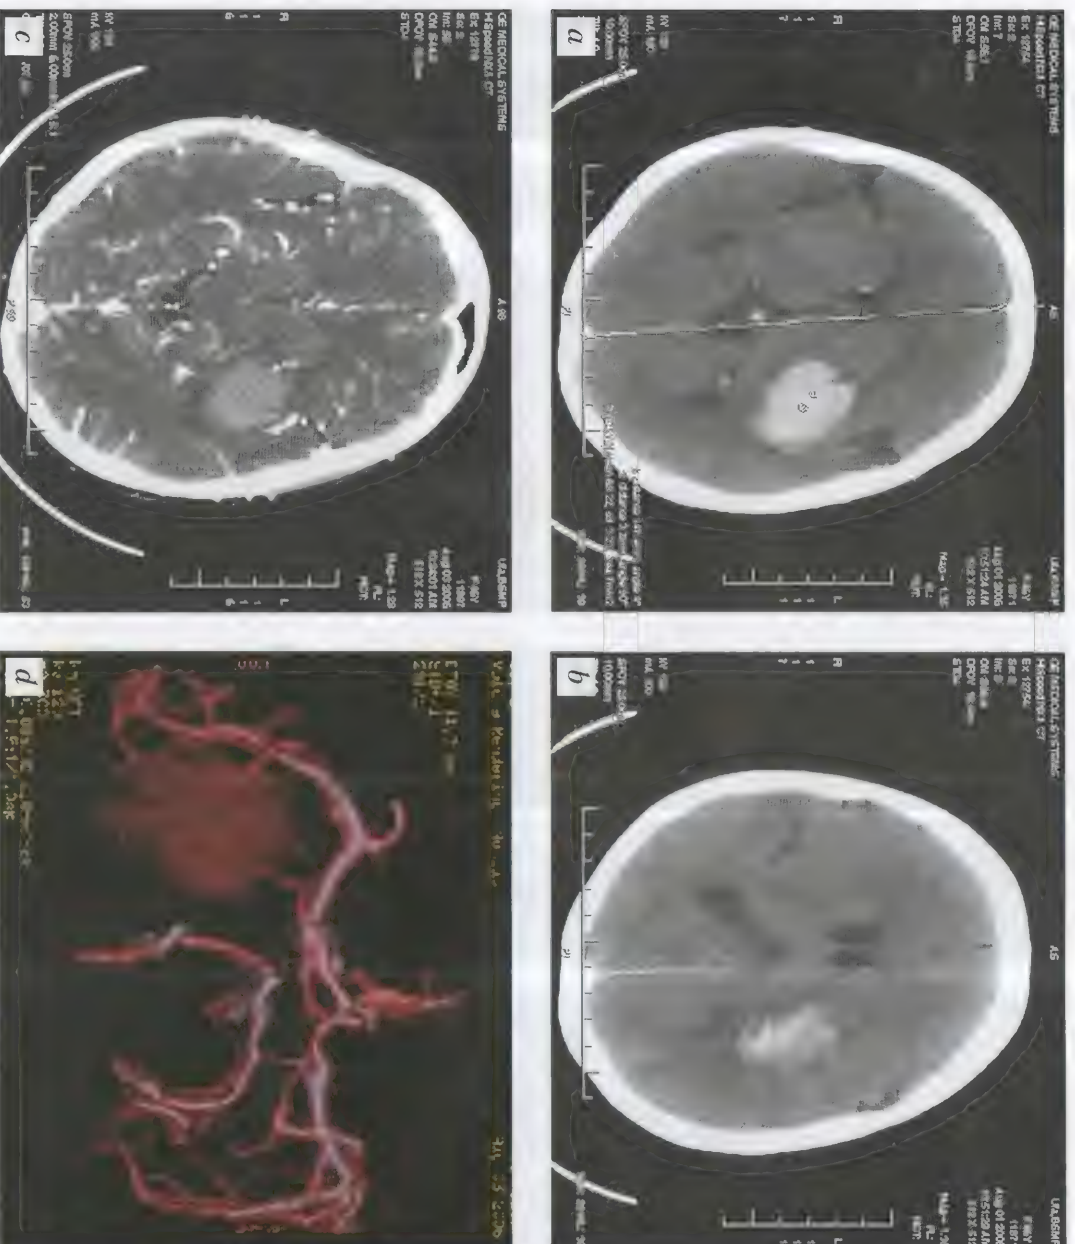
Большой А., 68 лет. Изолированное гипертензивное кровоизлияние с формированием внутримозговой гематомы в проекции подкорковых ядер слева. 3D-реконструкция церебральных артерий и гематомы. КТ (неконтрастная) — *a*, *b*, КТ (большое контрастирование) — *c*; СКА — *d*
